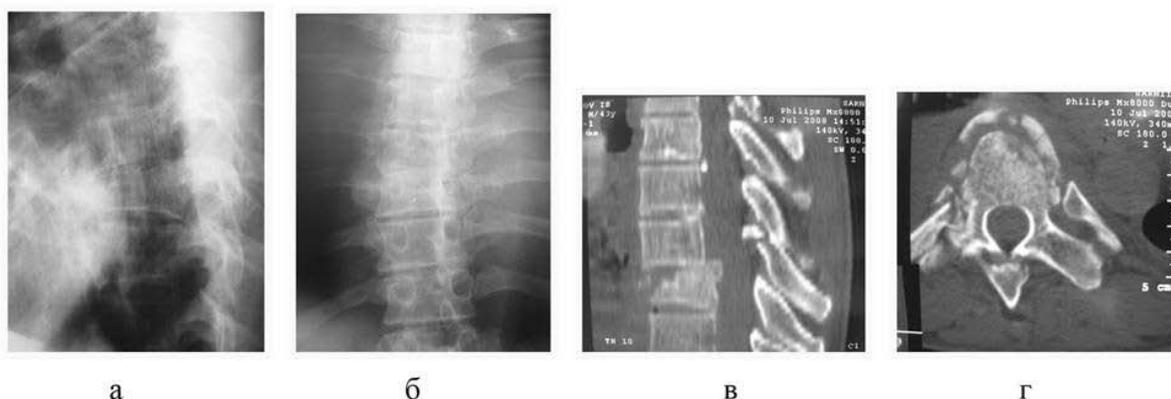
Прямая (а) и боковая (б) рентгенограммы, компьютерные томограммы (в, г) больного П. до оперативного лечения
